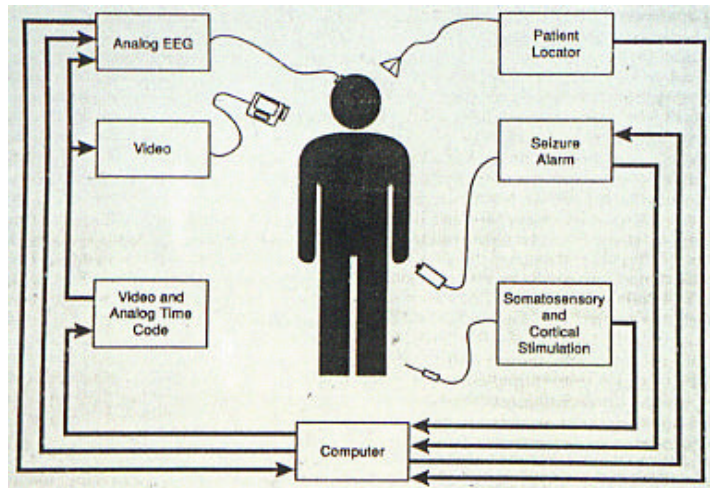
Representación esquemática de la monitorización continua de una Unidad de Epilepsia. Se dispone de registro EEG contiguo con grabación simultánea de video, una vía de acceso venoso para inyectar la medicación y el trazador del SPECT, así como un timbre de alarma.
